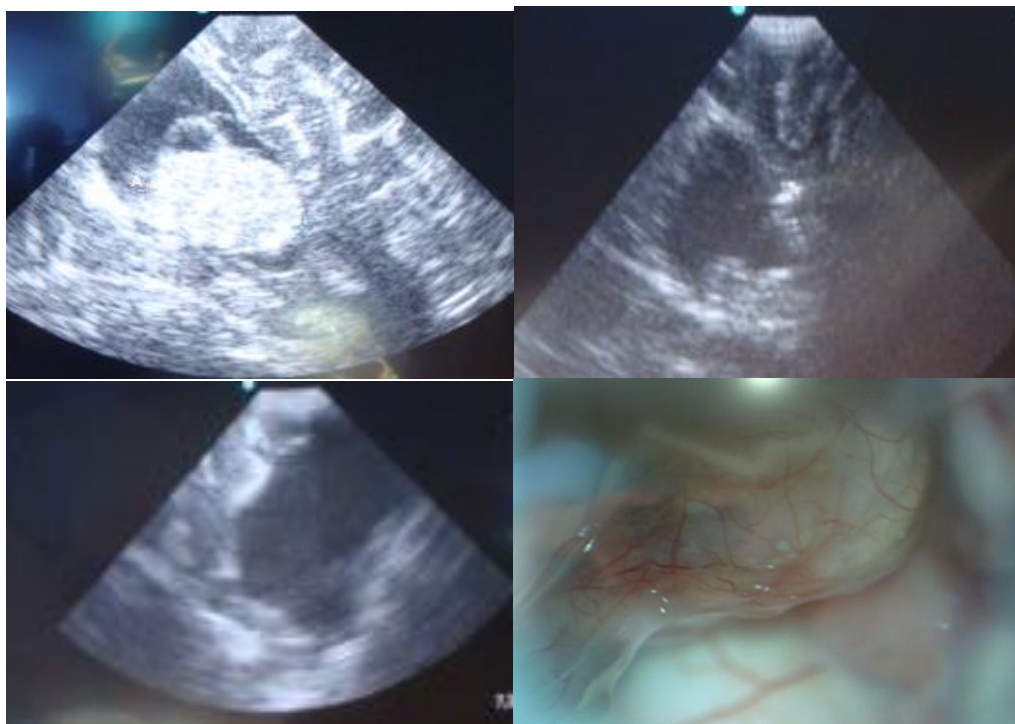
Интраоперационное УЗИ и фото. Б-ная Ш., 14 лет (и/б 1445-2011). Дз: рецидив эпендимомы правого бокового желудочка. А-В (этапы УЗИ навигации): А – опухоль указана стрелками; Б– ложе удаленной опухоли указано стрелками, не удаленный фрагмент опухоли пунктиром; В – опухолевая ткань не определяется; Д – внешний вид опухоли (операционный микроскоп)
